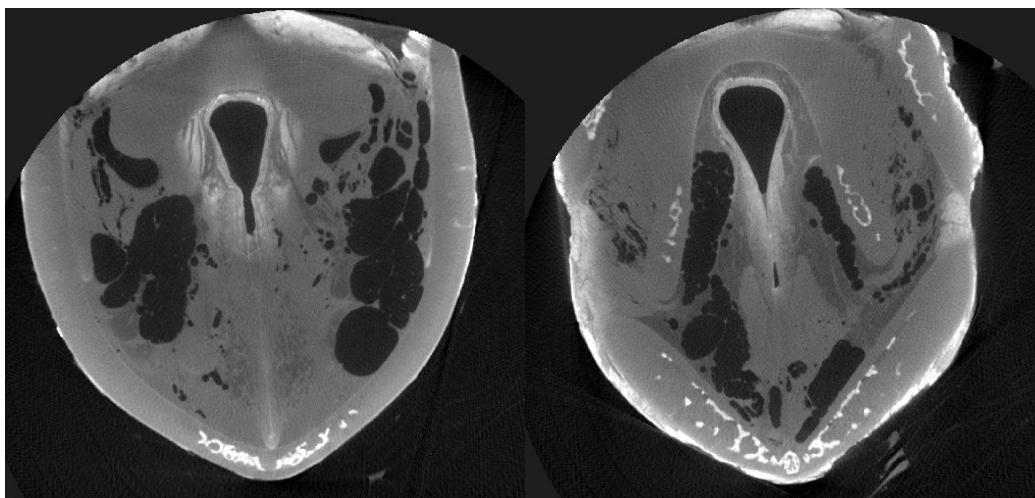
Mikro-CT des Schweinelarynx in horizontaler Ebene (1,8 % I₂KI + Shaker)
